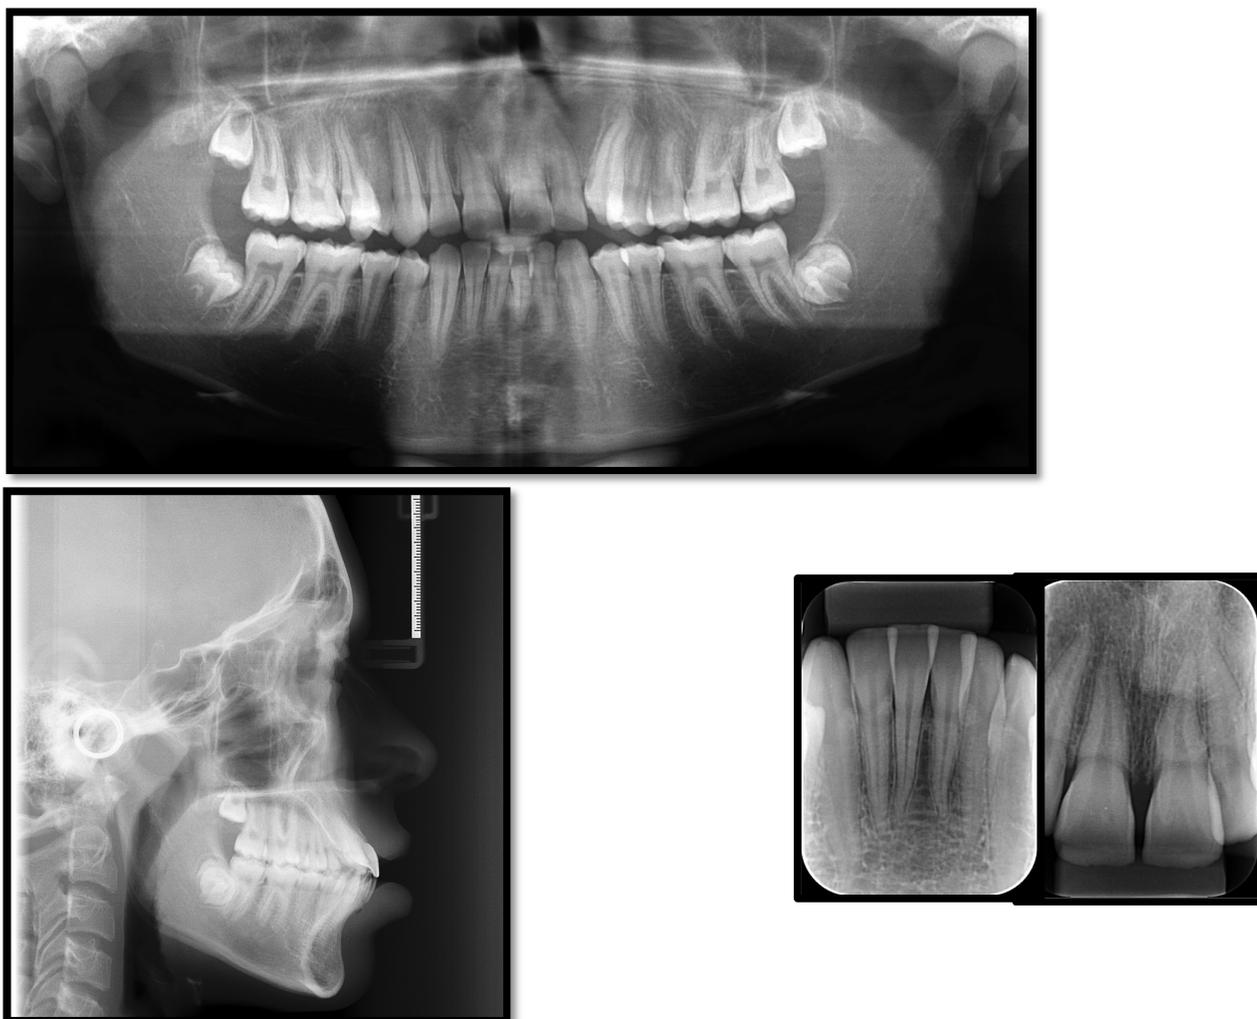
Exames complementares – radiografia panorâmica, telerradiografia e periapicais de incisivos.
